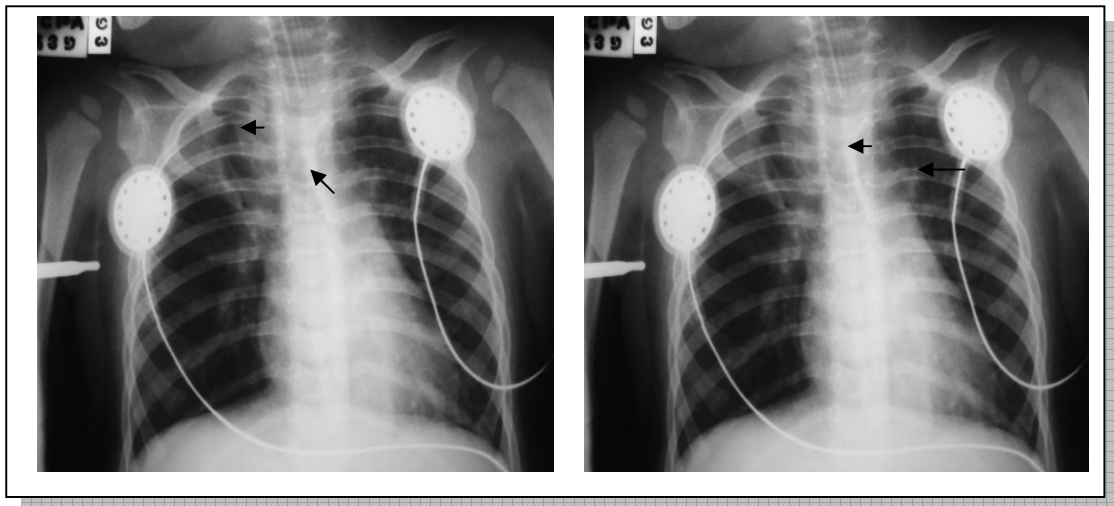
Radiografia do estudo anterior do paciente número 8 mostrando área de atelectasia (seta)
